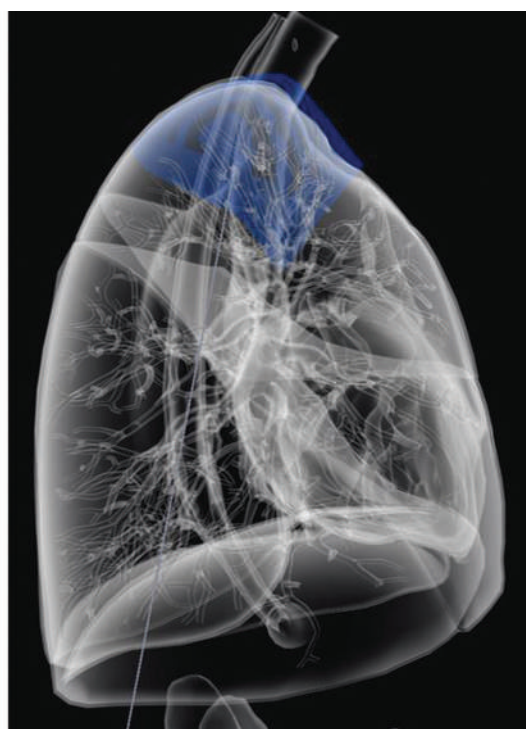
Трехмерная модель интерактивного атласа: *а* — нанесение метки с имитацией проникающего инородного тела; *б* — метка на симулятивном рентгеновском изображении; *в* — нанесение метки с имитацией непроникающего инородного тела; *г, ж* — метка на симулятивном рентгеновском изображении в прямой проекции; *д, з* — метка на симулятивном рентгеновском изображении в боковой проекции; *е, и* — метка на симулятивном рентгеновском изображении в краевой проекции
